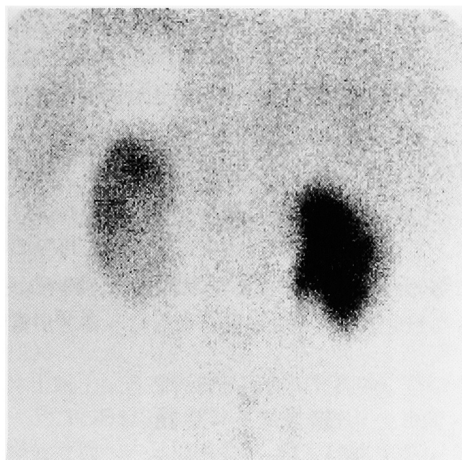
^{99m}Tc -DMSA scintigraphy (1997.6.4) showed severe loss of uptake in the right kidney after ESWL treatment was performed 14 times.
